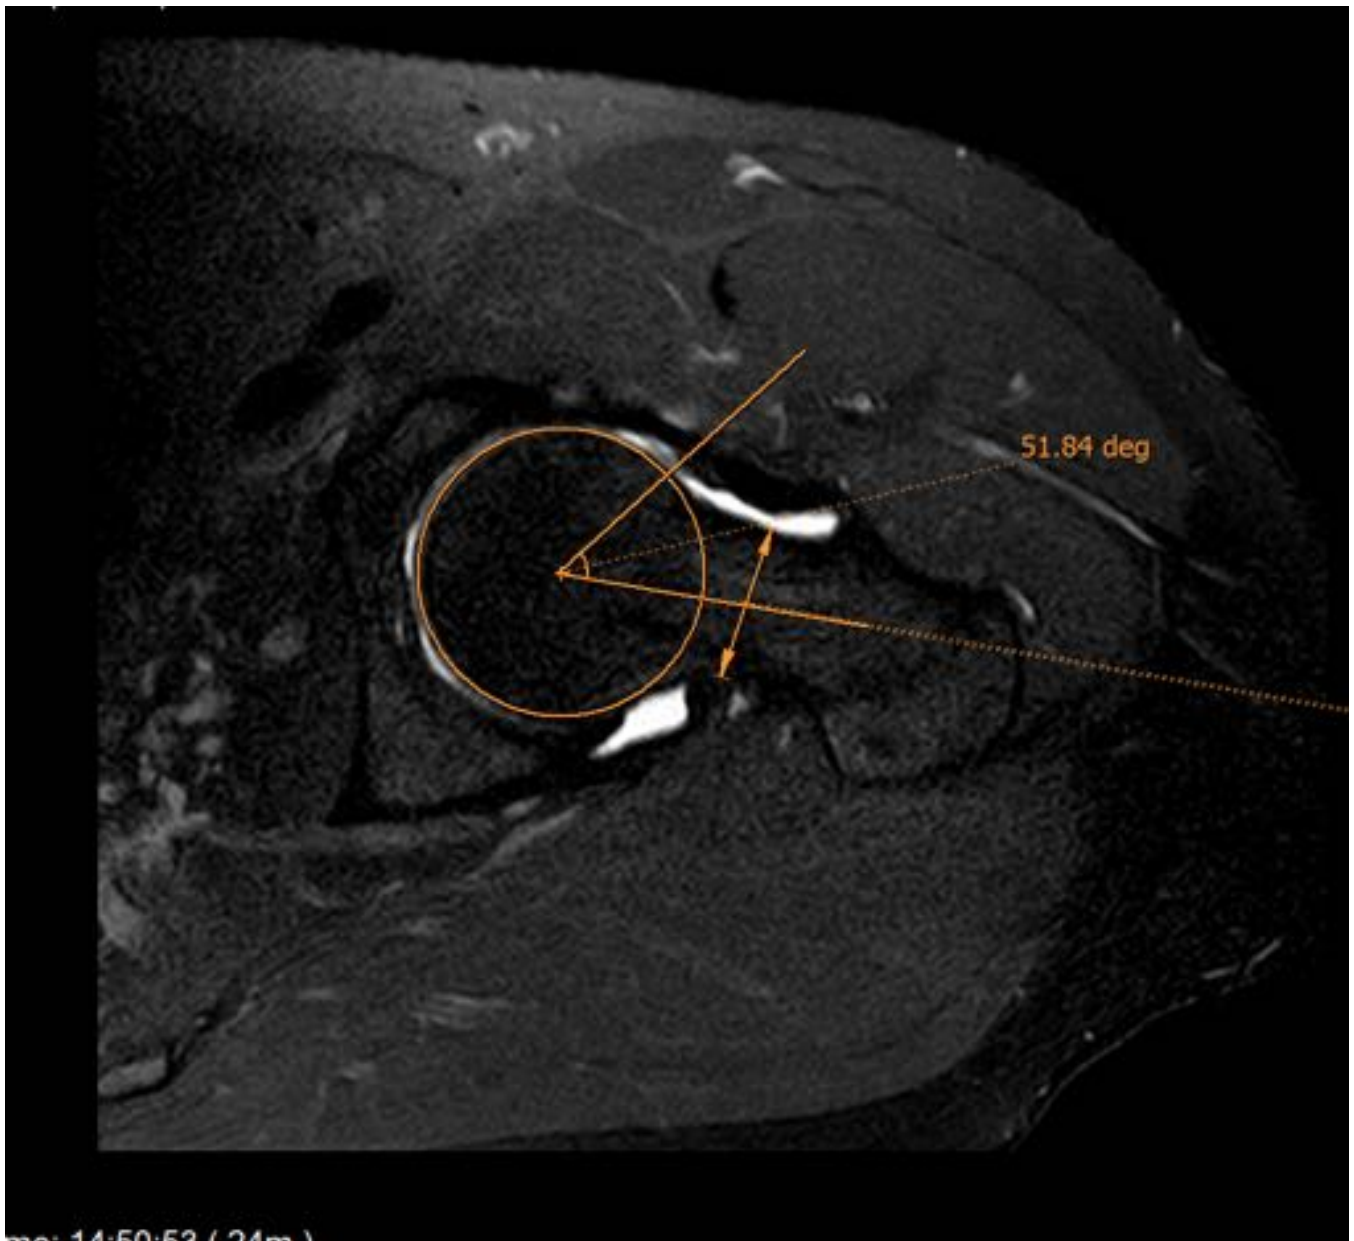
Artro-RM en corte axial T1 IR que muestra pérdida de la esfericidad de la de la cabeza femoral, con giba ósea en transición cabeza-cuello femoral y ángulo alfa incrementado, en riesgo para pinzamiento femoroacetabular tipo cam.
